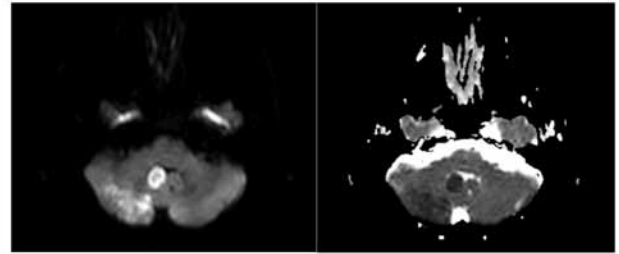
MR with diffusion-weighted imaging(DWI) revealed that acute infarct in the territory of right PICA.
